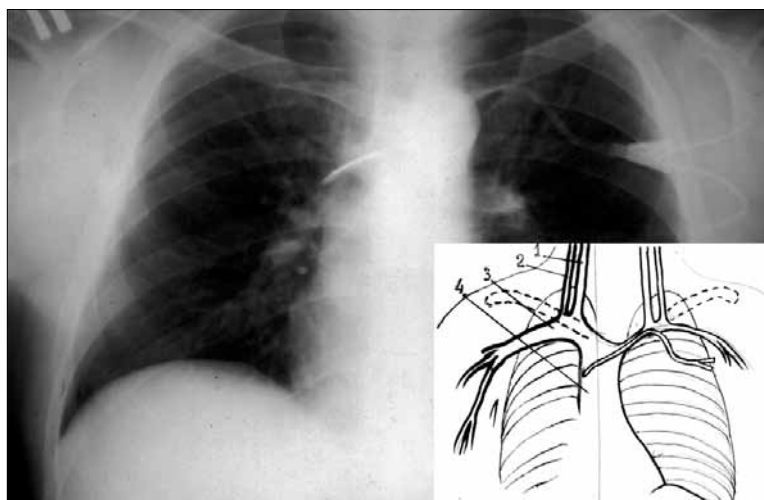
Рентгенограмма больного Ч.С.А.
